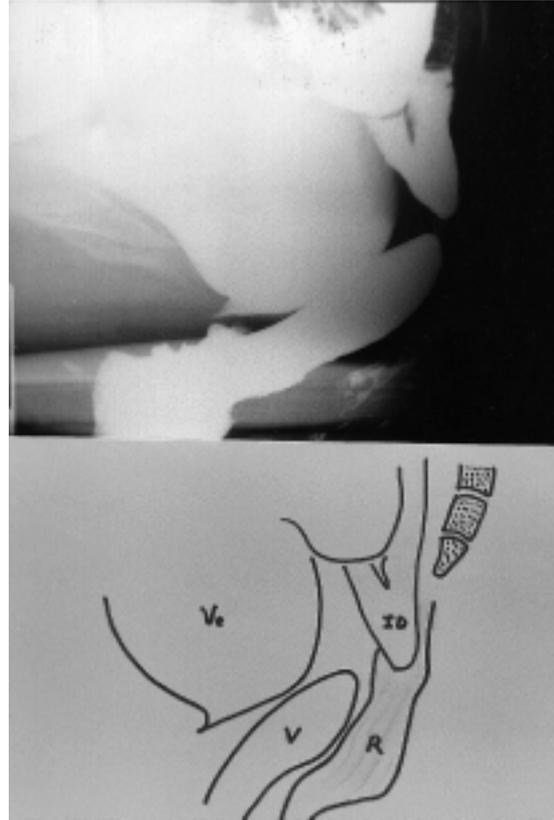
Defecografía de control. Esfuerzo defecatorio mantenido. Ampolla rectal (R) se ha vaciado. Vagina horizontal (V). Descenso de la vejiga (Ve). Asa de intestino delgado (ID) insinuada.
